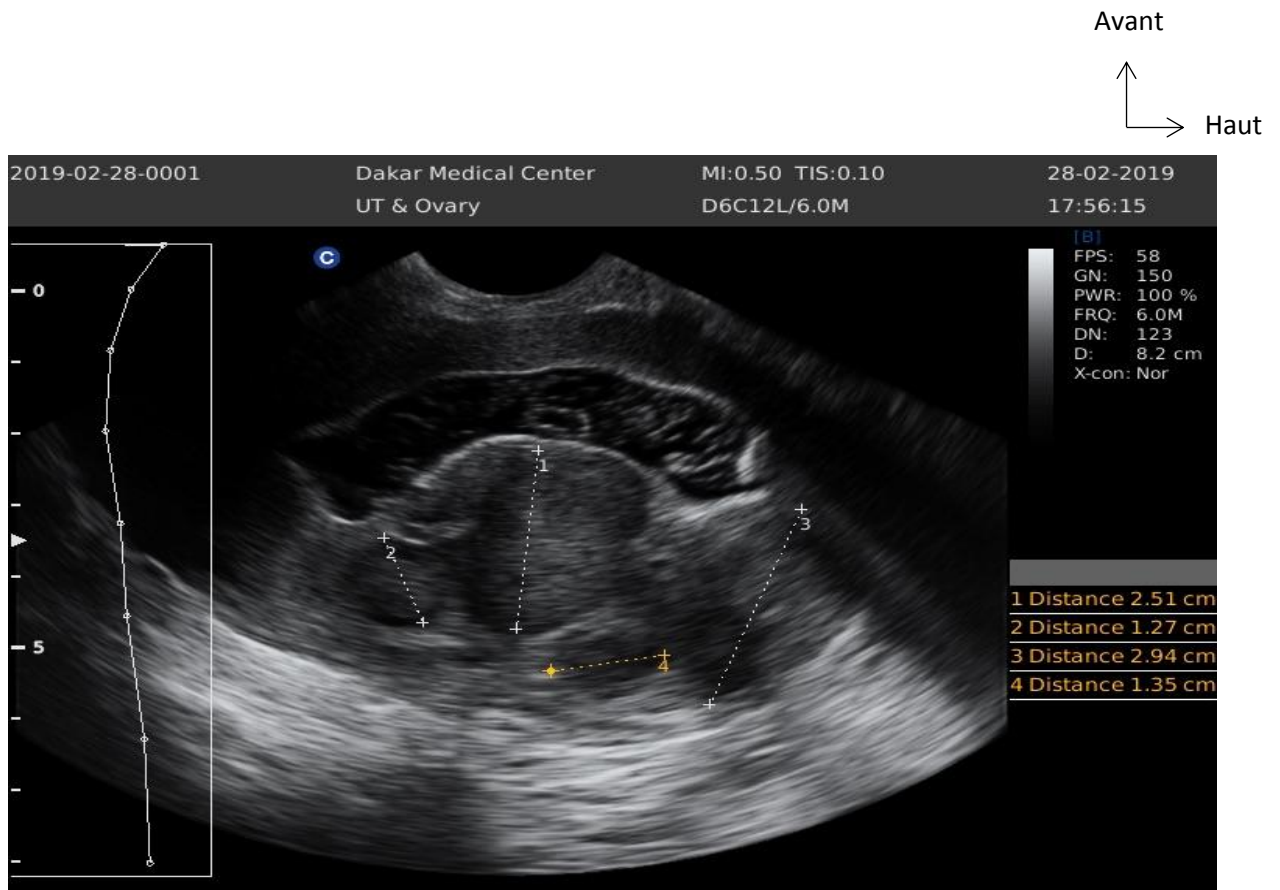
Image hystérosonographique (3 myomes) [23]
